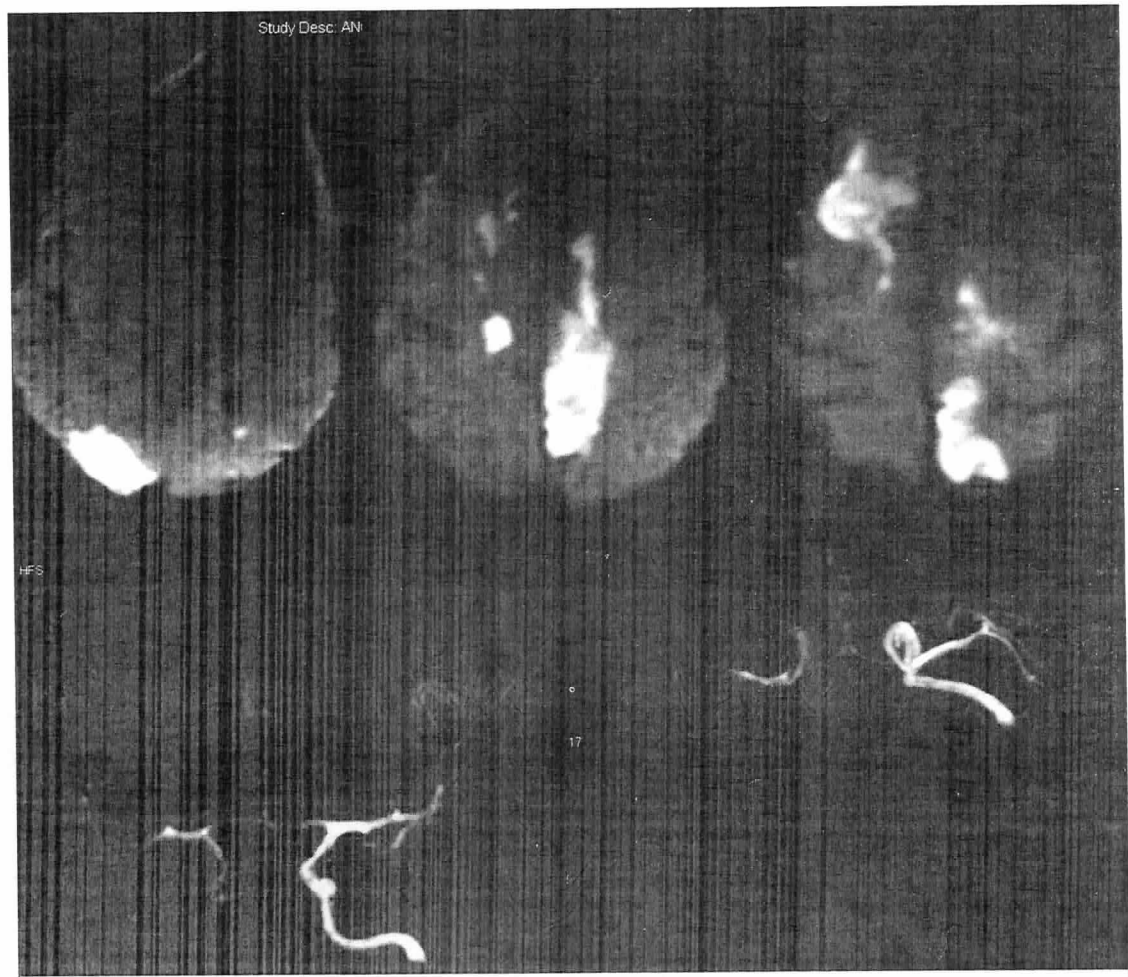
a. RM, secuencia de difusión: infartos múltiples en los territorios de las arterias cerebral anterior, media y posterior bilateral. 1.b ARM de vasos intracraneanos. Vasoconstricción multisegmentaria en las arterias carótida interna derecha, cerebral anterior y media bilateralmente.
